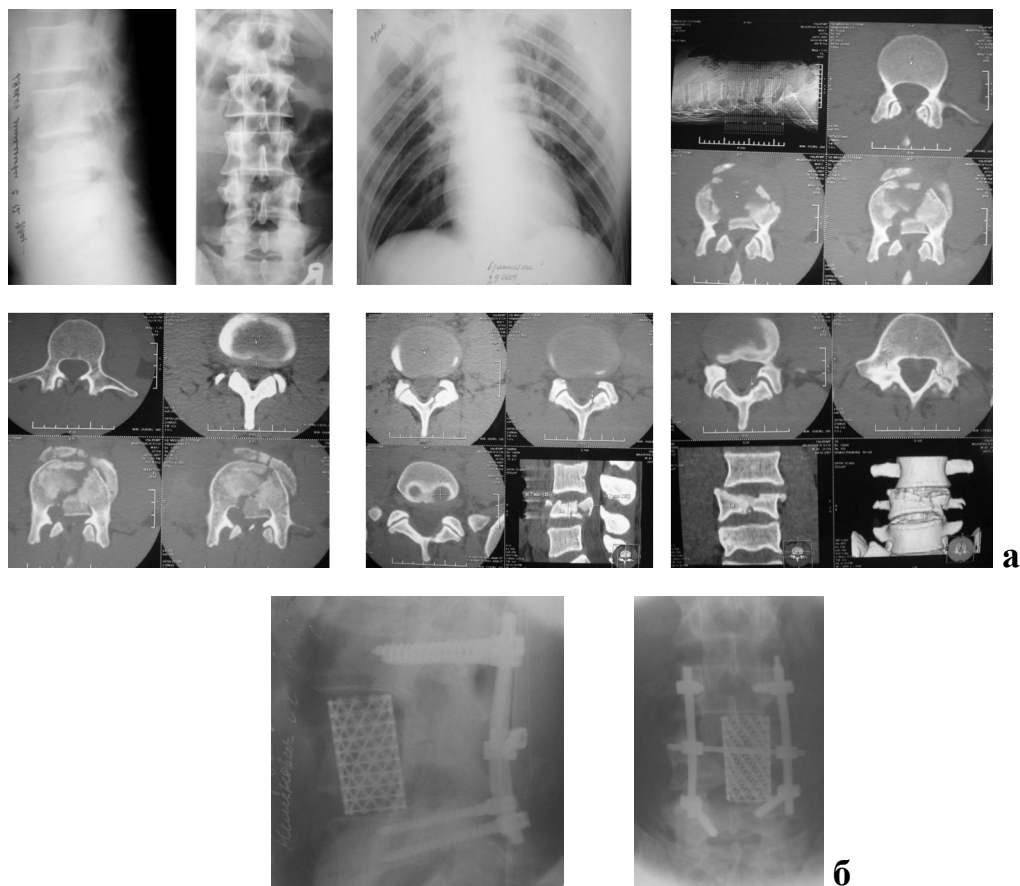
а – исходные рентгенограммы и компьютерные томограммы; б – рентгенограммы после операции
